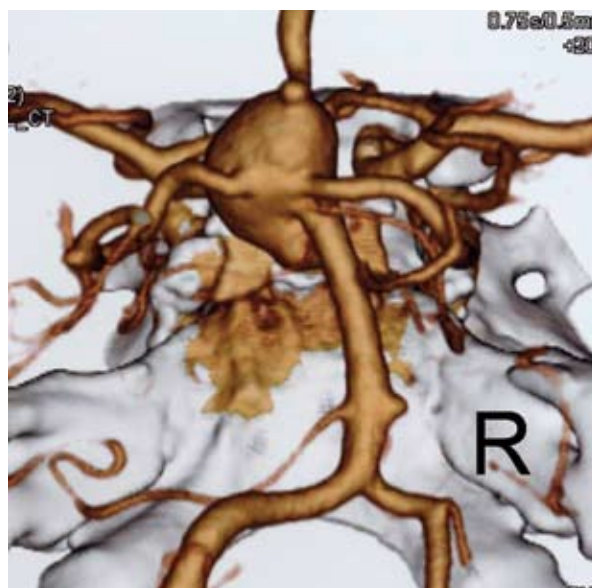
3D-CT angiogram shows a wide-necked large basilar tip aneurysm with a bleb. Its broad neck is located between the basilar and left posterior cerebral arteries.
